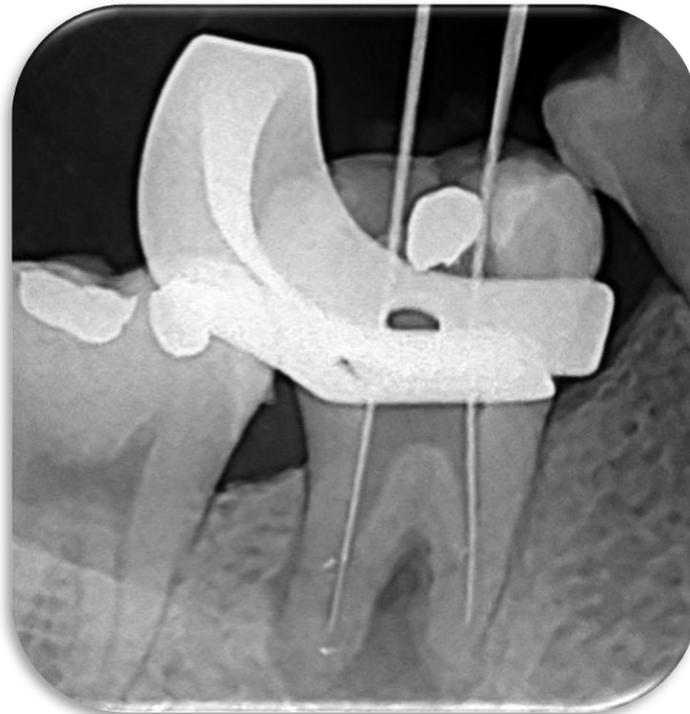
Radiografia de odontometria.
